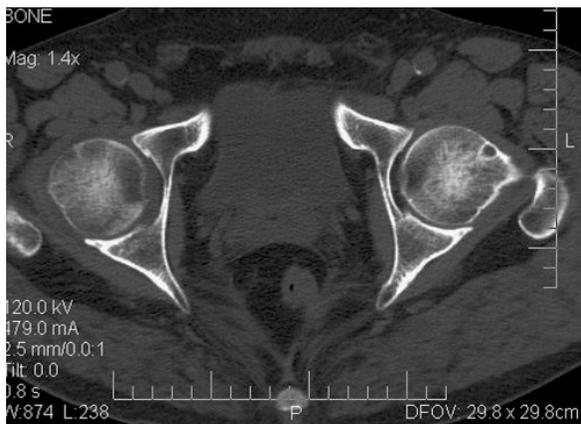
МРТ исследование тазобедренных суставов.
